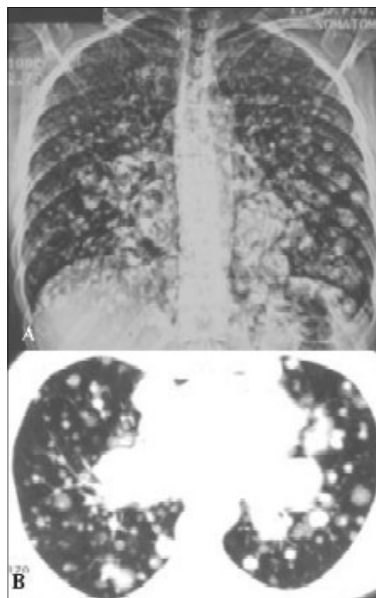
Leiomiomatose pulmonar metastática benigna. Múltiplas imagens nodulares sólidas dispersas em ambos os campos pulmonares visualizadas no topograma (A) e corte axial em TC (B).
